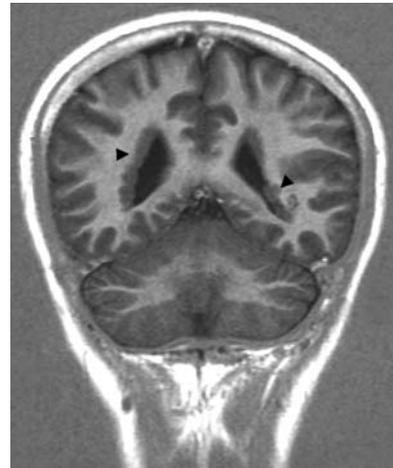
Corte coronal por resonancia magnética de un paciente afecto de heterotopia subependimaria bilateral (flechas).
